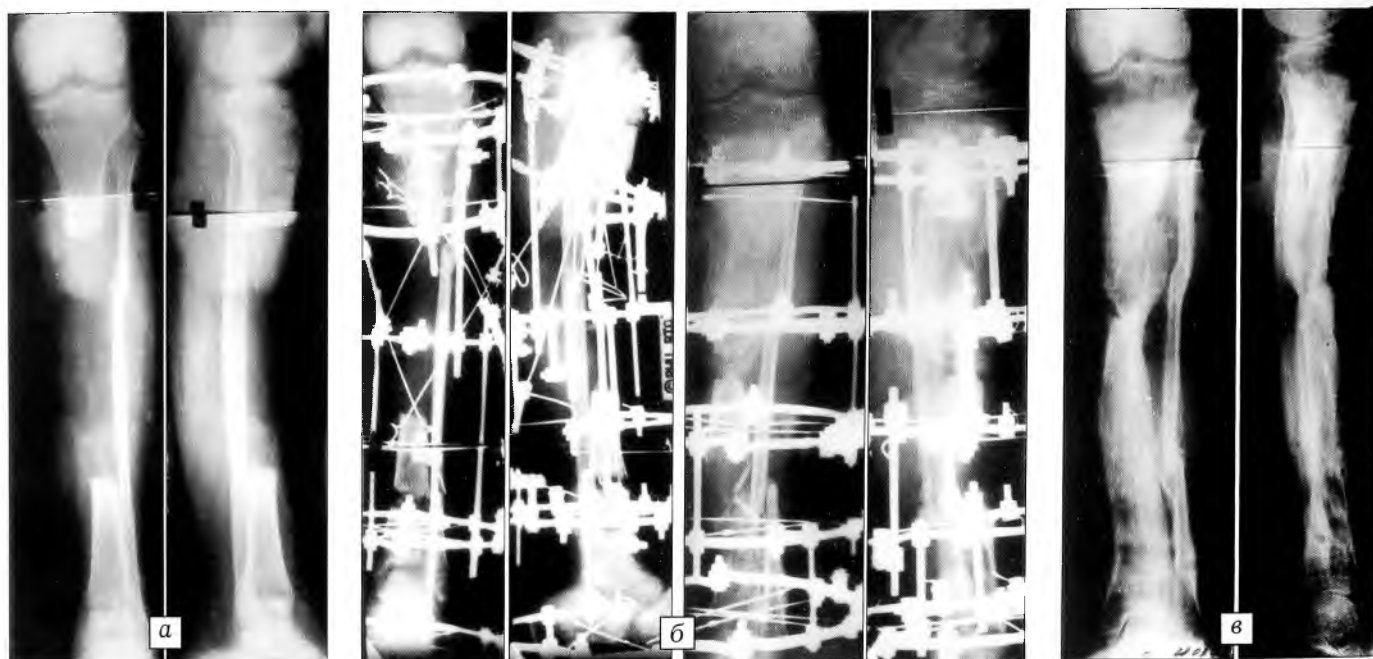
Рентгенограммы больного К. 26 лет.
